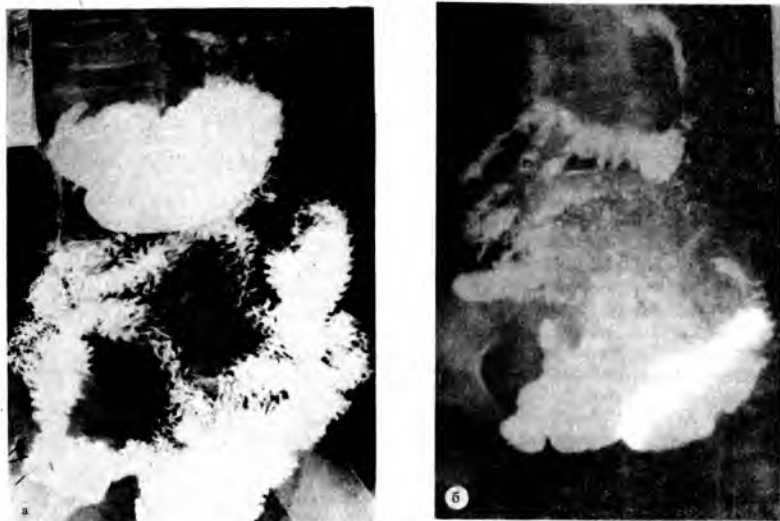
а — нормальная рентгенологическая картина рельефа слизистой тонкой кишки при исследовании с помощью контрастного вещества (бария) (собственное наблюдение); б — контрастное рентгенологическое исследование тонкой кишки у девочки 4 лет с целиакией; видны утолщенные складки слизистой и флокулирование бариевой каши (синдром „снежных хлопьев“) (собственное наблюдение).
